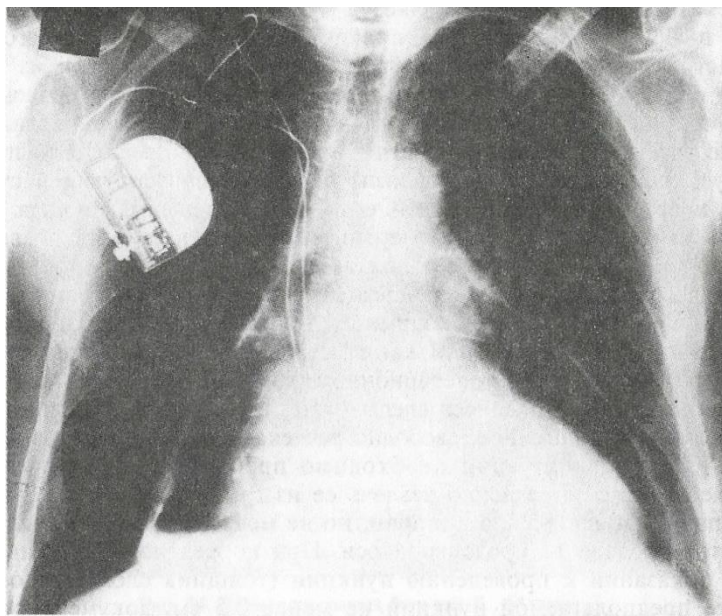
Рентгенограмма грудной клетки больного Б., 58 лет, через 8 сут после дренирования полости перикарда по Сельдингеру.
